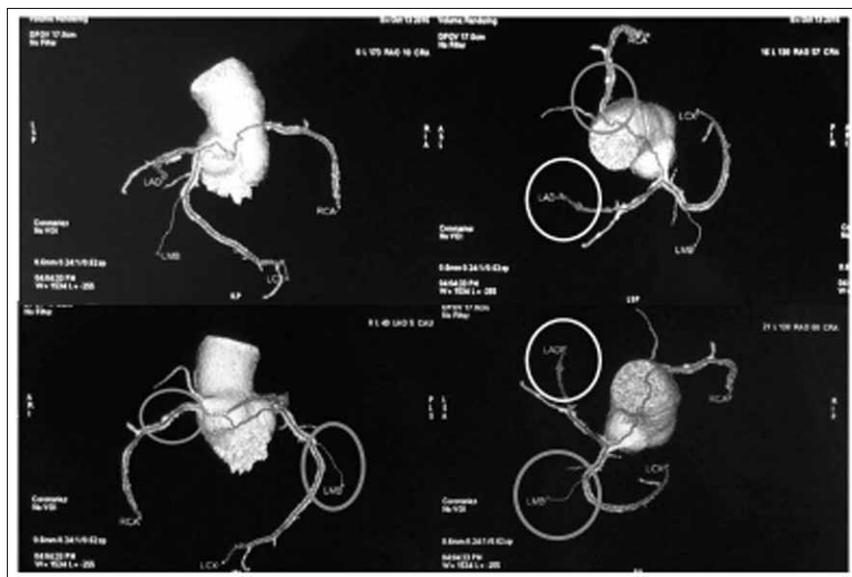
МСКТ коронарных артерий с внутривенным контрастированием пациента Ш., 44 лет: гемодинамически значимые стенозы ПМЖА, АТК, ПКА
